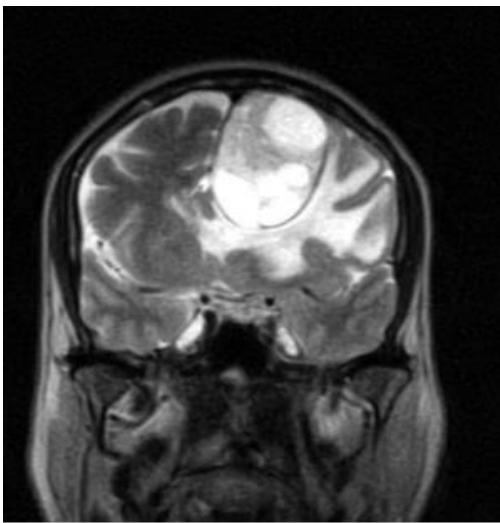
MRI in T2 piano coronale
